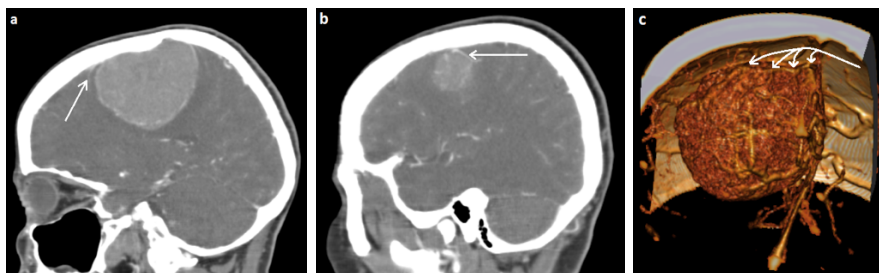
СКТ – ангиография судин головного мозга пациента із парасагітальною менінгіомою середньої третини верхнього сагітального синусу (в ділянці поверхневих лобових вен) (а), (b), (с). За класифікацією М.Р. Sindou and J.E. Alvernia тип I. Білою стрілкою вказані зміщені за рахунок об'ємного процесу, однак природньо функціонуючі поверхневі лобові вени.
